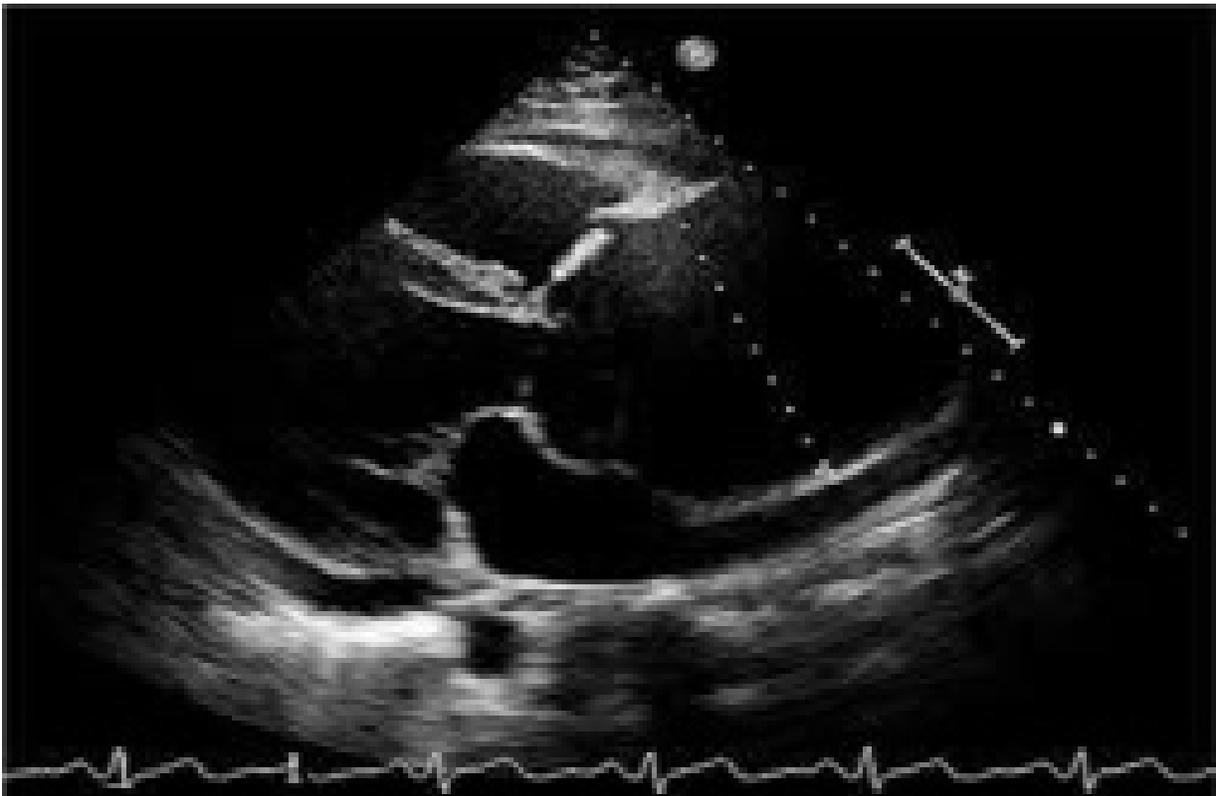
Ecocardiografía transtorácica donde se evidencia un gran AAT de 82 mm (línea de puntos). Imagen extraída de: Salameh, Maya *et al.* "Thoracic aortic aneurysm". *Vasc. Med.* 2018; 23(6):573-578. doi: [10.1177/1358863X18807760](https://doi.org/10.1177/1358863X18807760)
